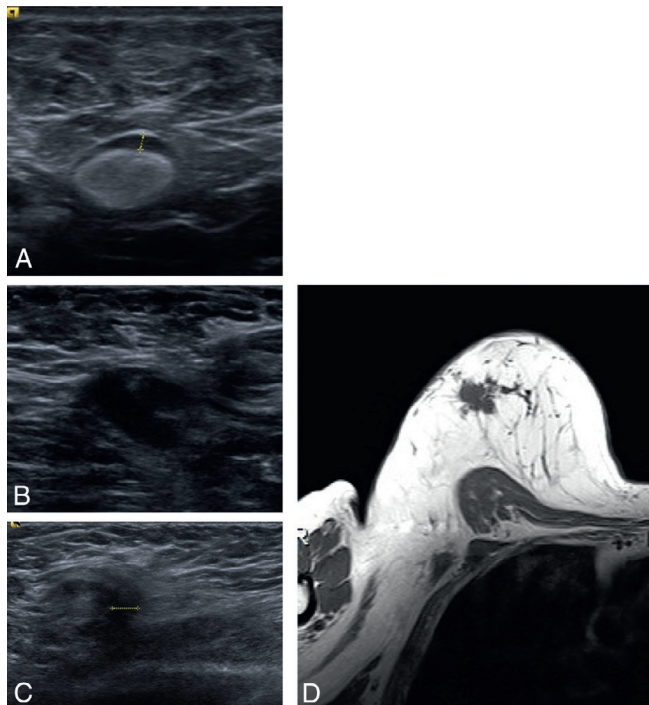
Aspect échographique des ganglions.
